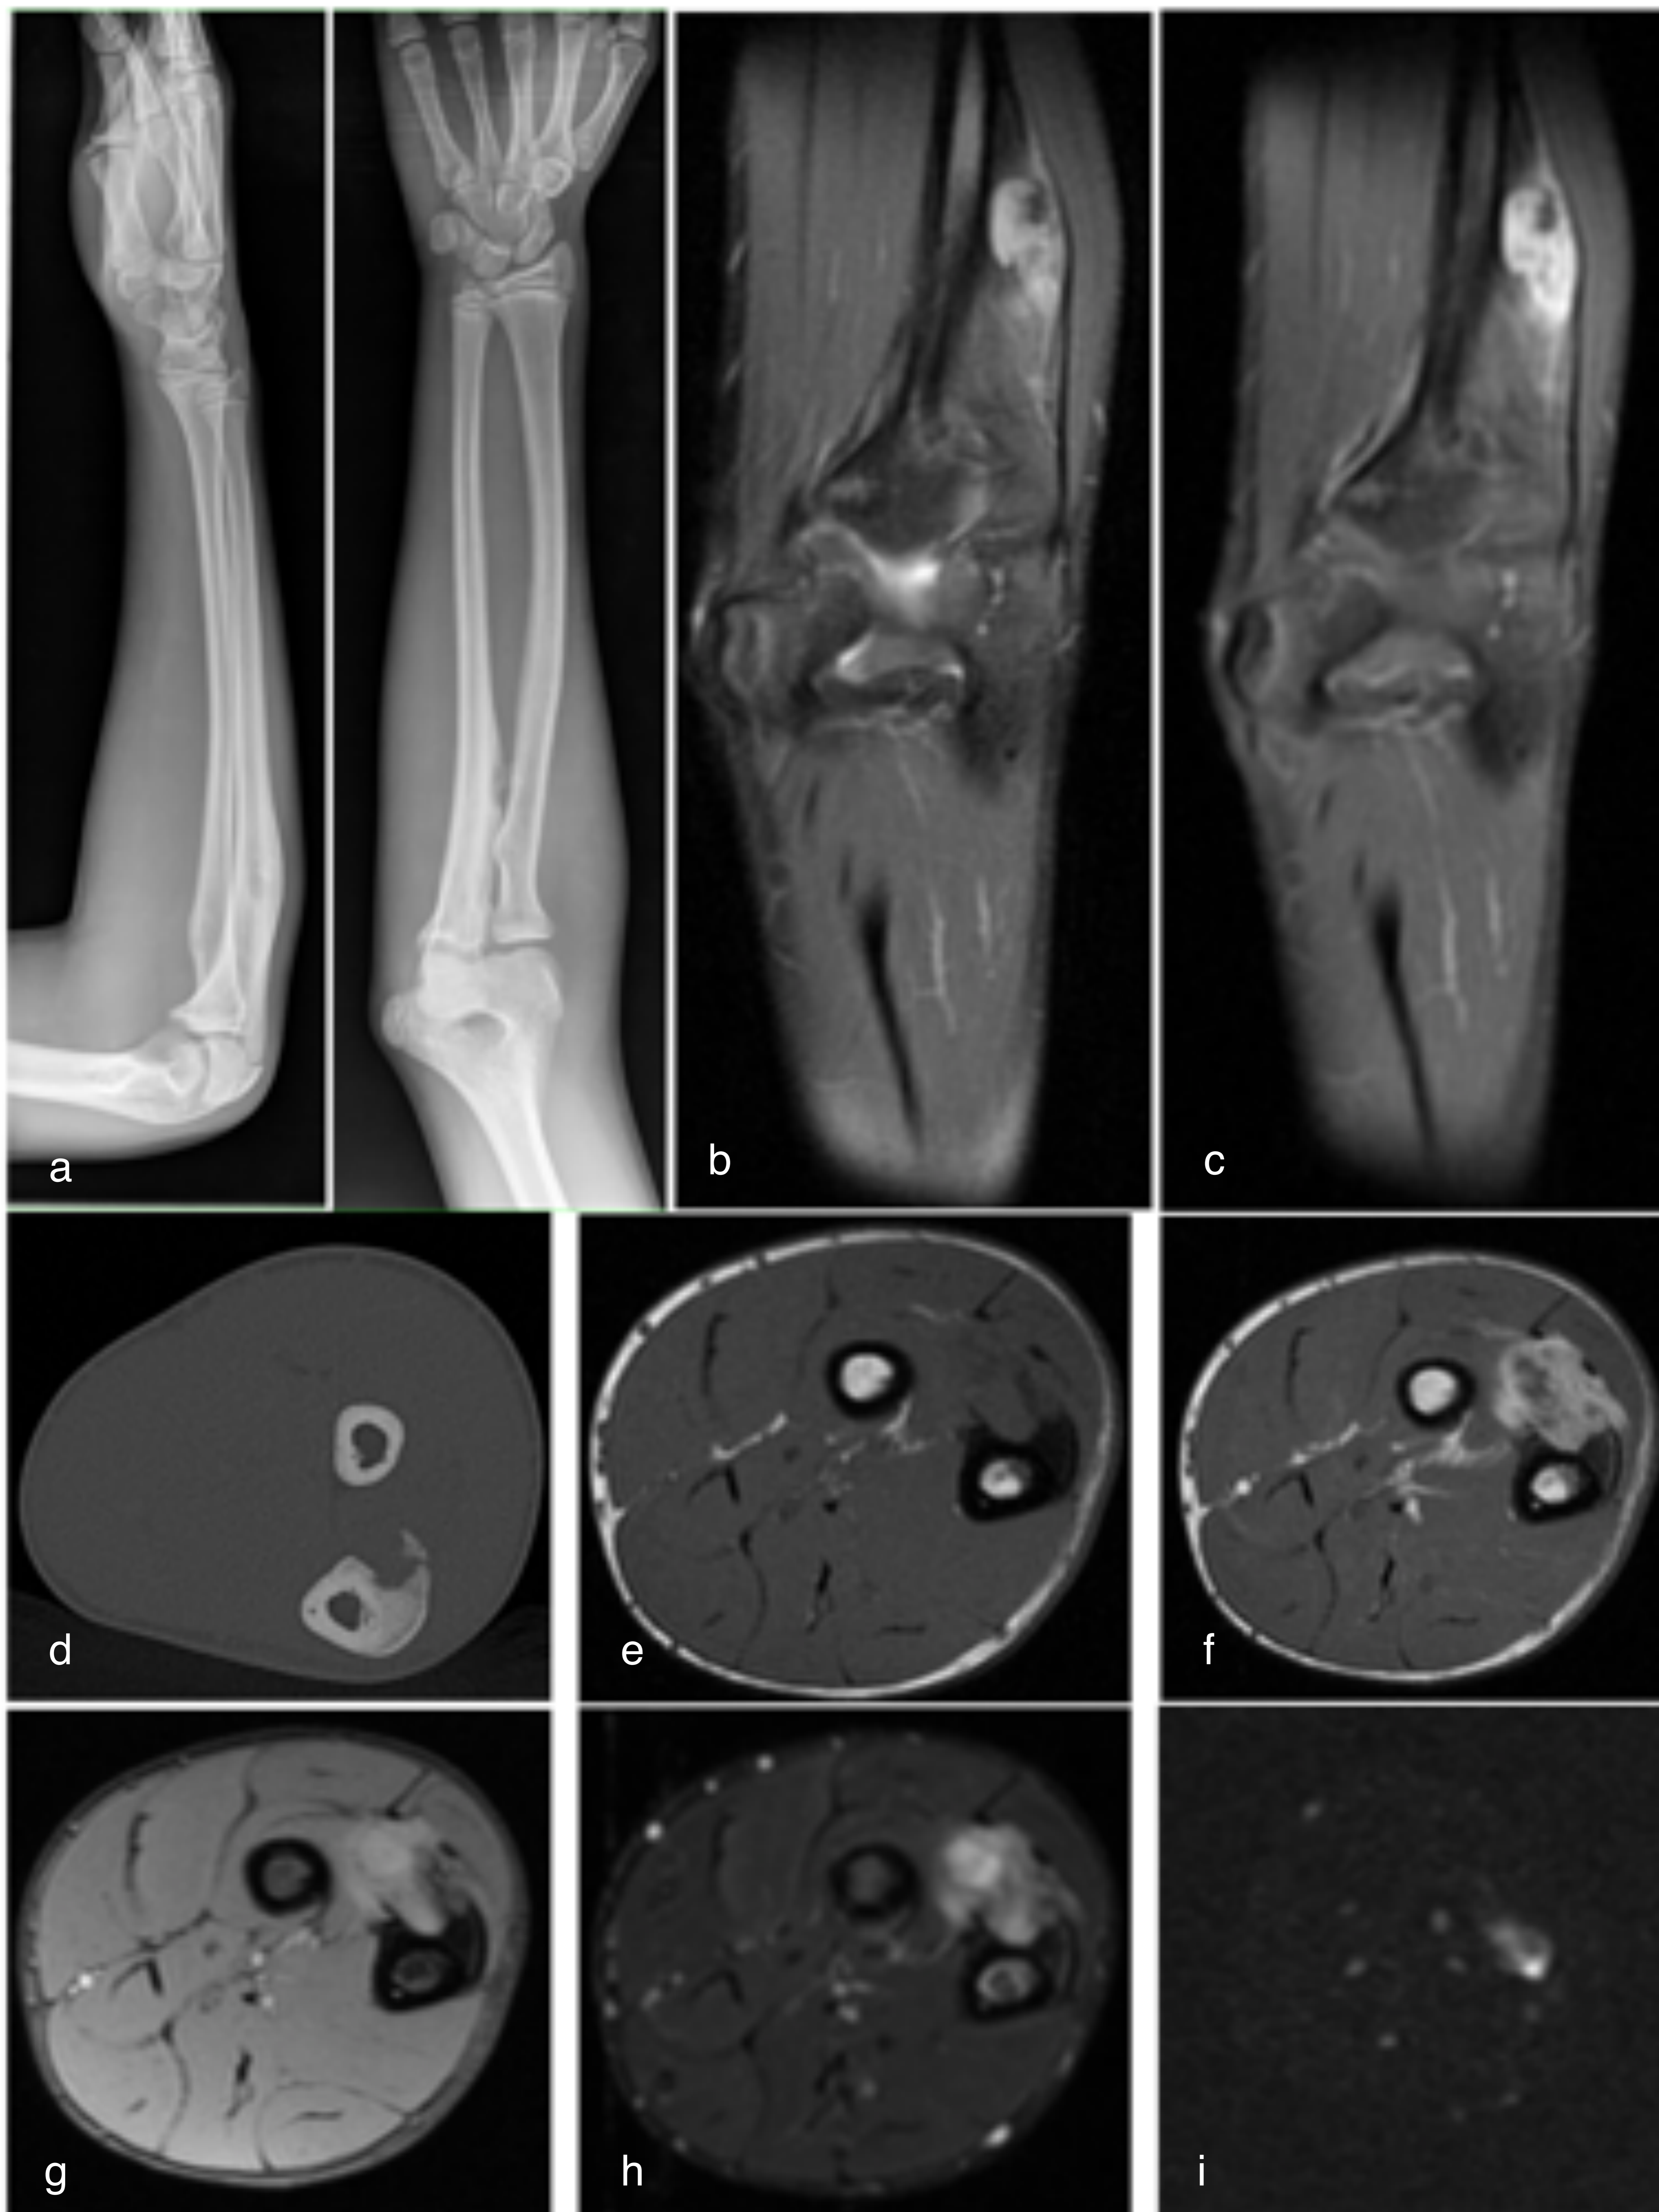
radiografías AP y lateral (a), TC sin contraste (d), RM secuencias coronales DP con saturación grasa (b), T1 con saturación grasa y contraste (c), secuencias axiales T1 (e) y T1 con contraste (f), MERGE (g), STIR (h) y DWI (i). Paciente de 14 años, con lesión de localización yuxtacortical-perióstica en diáfisis proximal de cúbito derecho, con señal elevada en secuencias potenciadas en T2, isointensa en T1, con captación intensa y heterogénea de contraste, de 1,7 x 1,9x 2,5 cm (corte axial y eje longitudinal). Presenta reacción perióstica gruesa y zona de transición estrecha. Biopsia: tumor desmoide de bajo grado.
